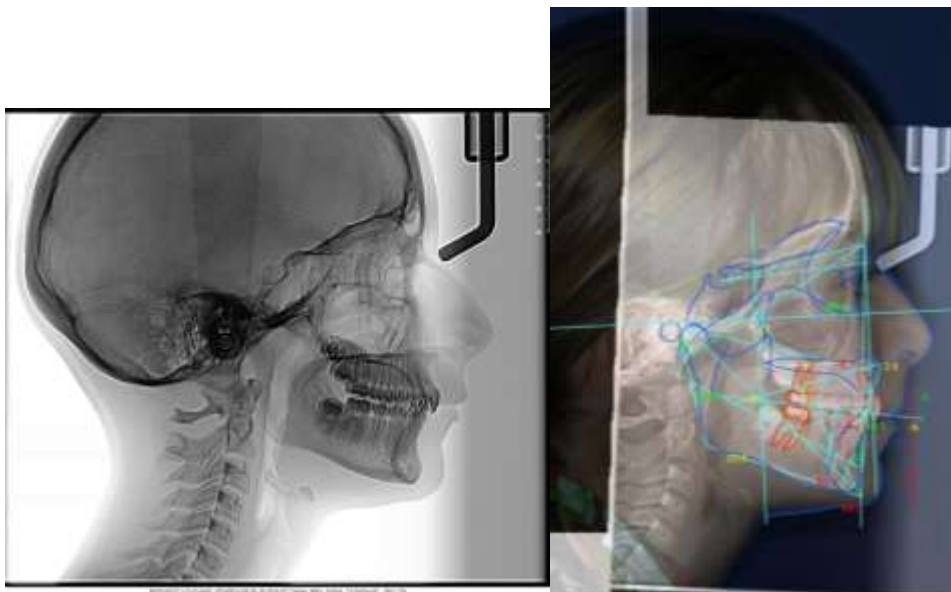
Téléradiographie de profil et analyse céphalométrique (source : Rollet [63])
